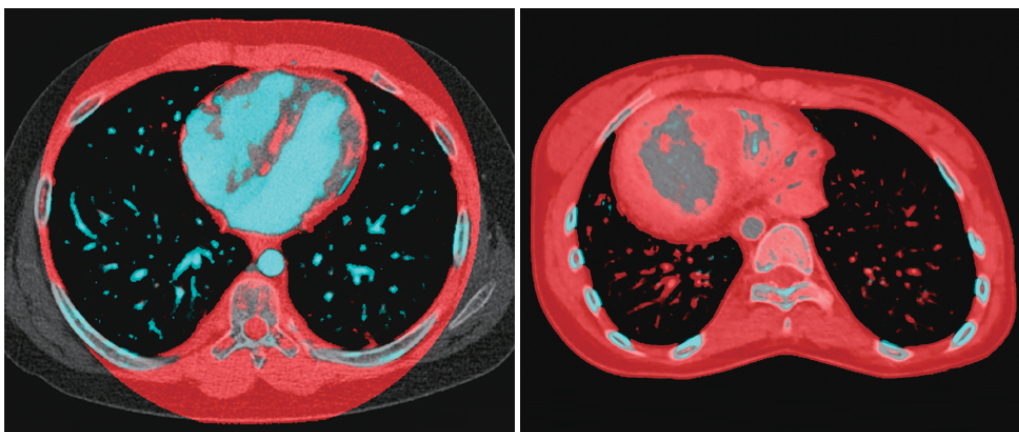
Imágenes de cortes axiales en la zona del tórax obtenidas por TC de doble energía. (Izquierda) Vasos pulmonares resaltados en azul claro. (Derecha) Tomografía análoga en paciente con problemas pulmonares y vasos obstruidos
